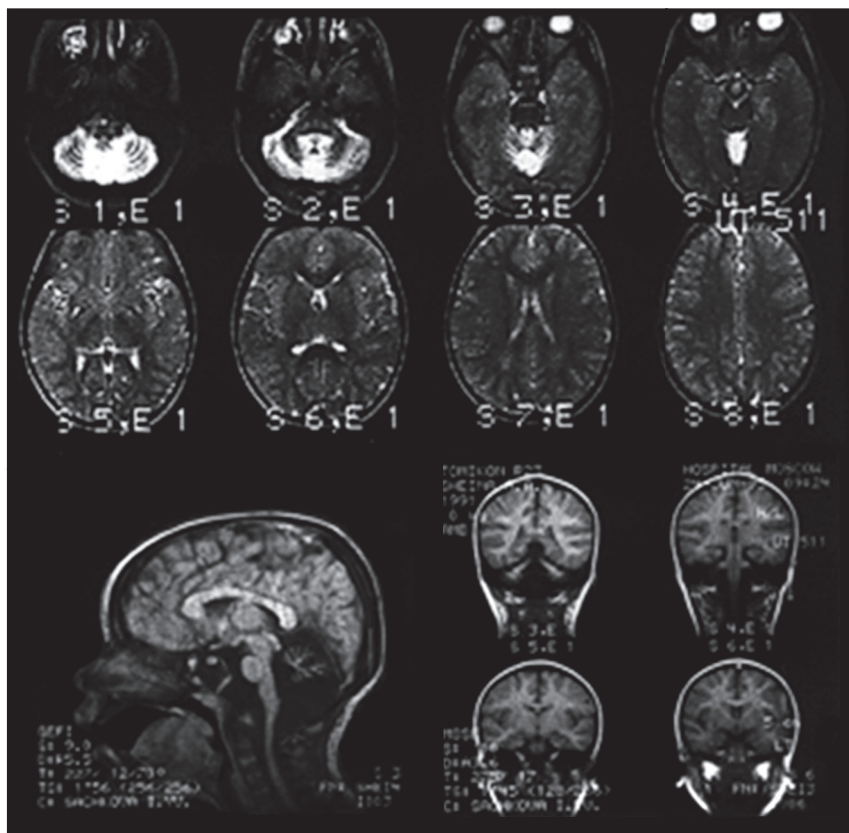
Настя Ш. Аномалия Денди–Уокера. МРТ головного мозга.
